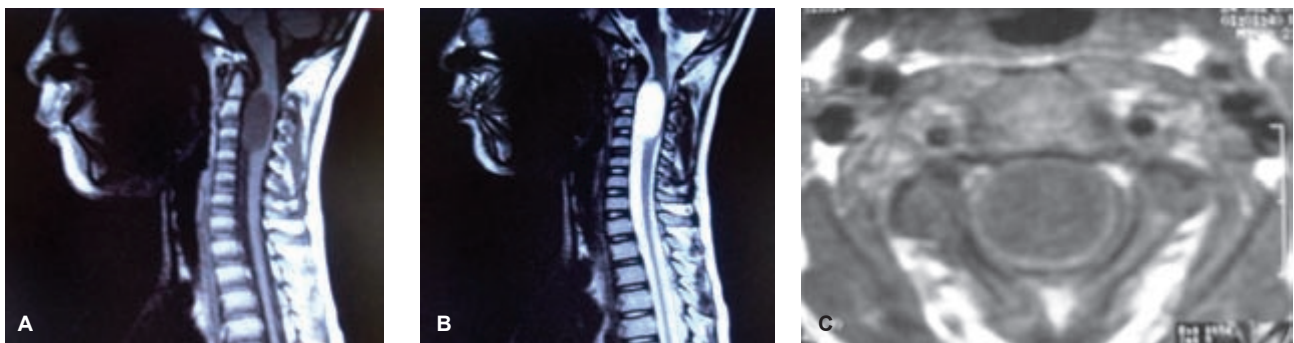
A, resonancia magnética en Fase T1, corte sagital de la columna cervical que muestra una lesión quística hipointensa intramedular que se extiende desde la 2da a la 4ta vértebras cervicales con adelgazamiento de la médula espinal. B, Fase T2; muestra la lesión hiperintensa similar al líquido cefalorraquídeo. C, Corte axial de la médula cervical que muestra la localización intramedular del quiste.
